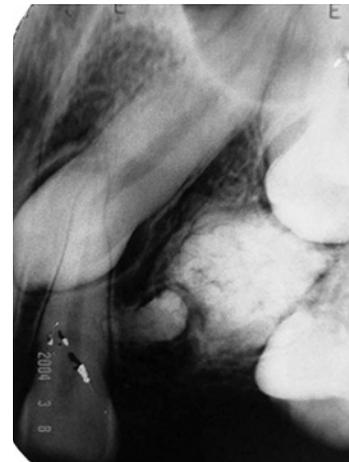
Radiografia periapical do caso 1 demonstra canino e primeiro pré-molar impactados, em aparente associação com a massa radiopaca na lesão osteolítica
